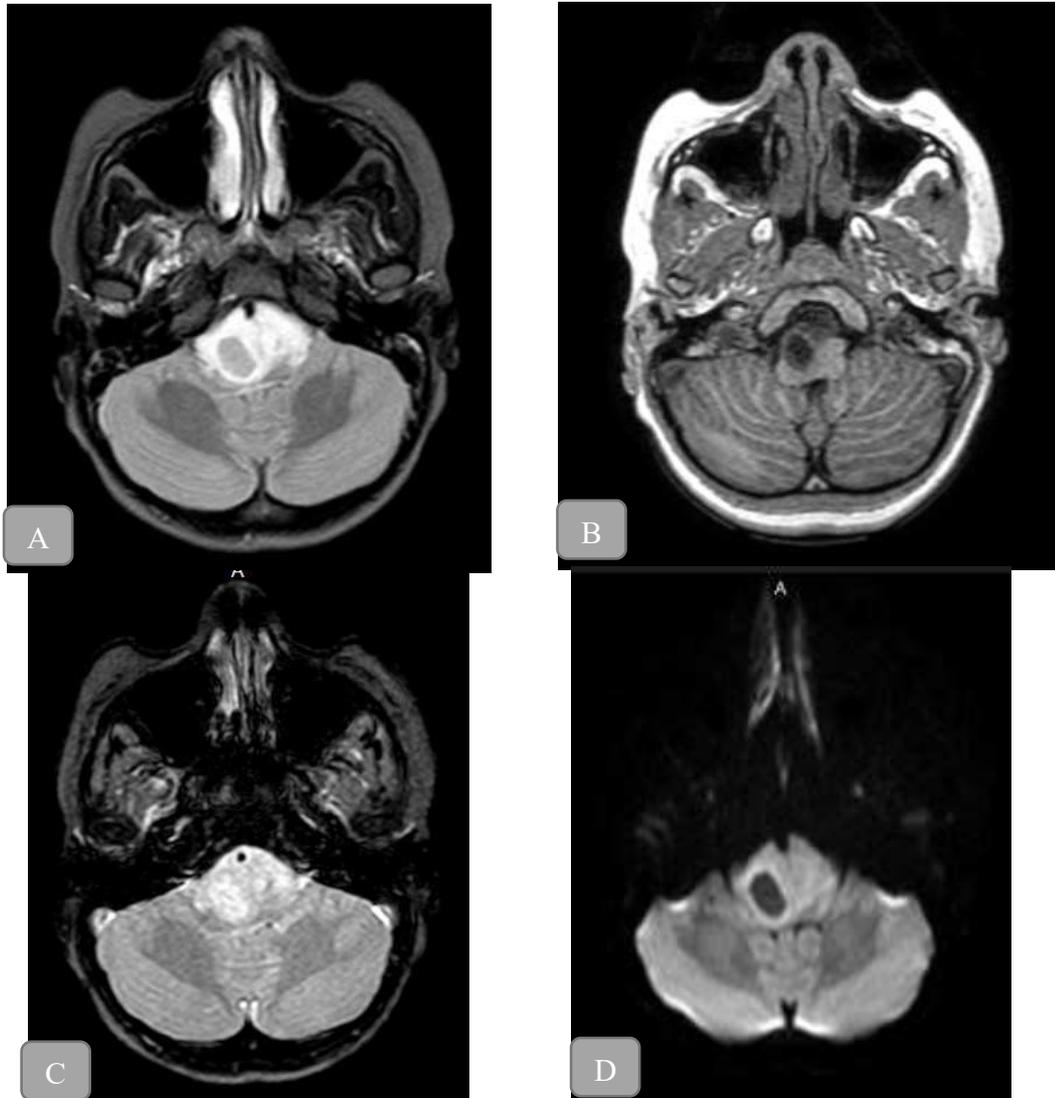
Resonancia Magnética Nuclear de Cerebro. Corte Axial. A) Flair, lesión ocupativa en tallo cerebral isointensa; B) secuencia en T1, lesión hipointensa; C) secuencia T2, lesión hiperintensa; D) restricción periférica en difusión. Glioma de tronco encefálico.
